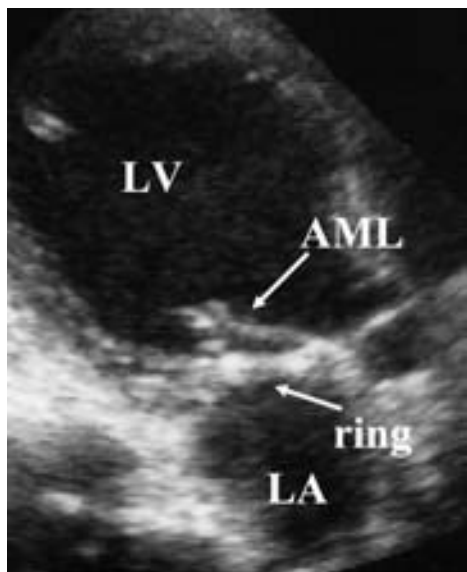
Chordal cutting 術後の心エコー図
